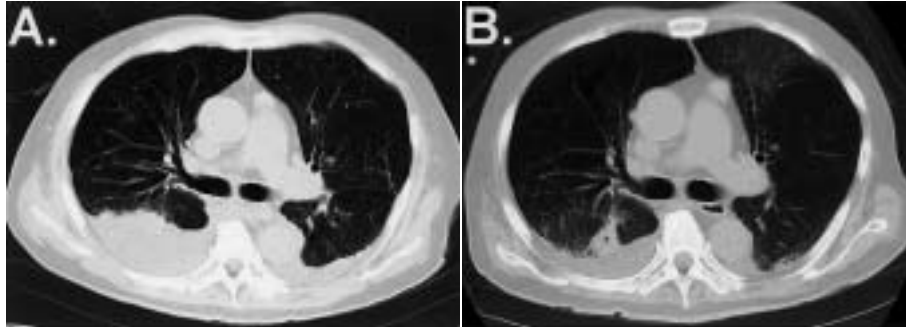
Radiographic findings
